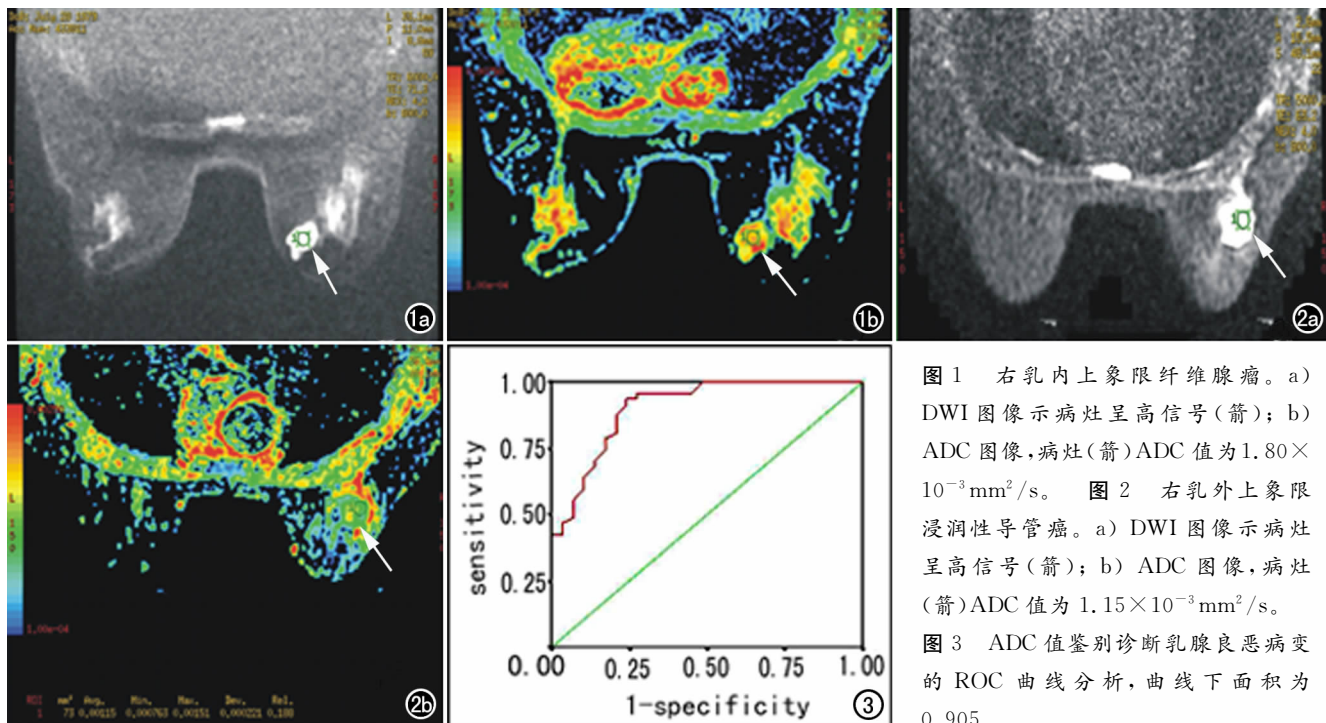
右乳内上象限纤维腺瘤。a) DWI 图像示病灶呈高信号(箭); b) ADC 图像,病灶(箭)ADC 值为  $1.80 \times 10^{-3} \text{ mm}^2/\text{s}$ 。图 2 右乳外上象限浸润性导管癌。a) DWI 图像示病灶呈高信号(箭); b) ADC 图像,病灶(箭)ADC 值为  $1.15 \times 10^{-3} \text{ mm}^2/\text{s}$ 。图 3 ADC 值鉴别诊断乳腺良恶性病变的 ROC 曲线分析,曲线下面积为 0.905。
